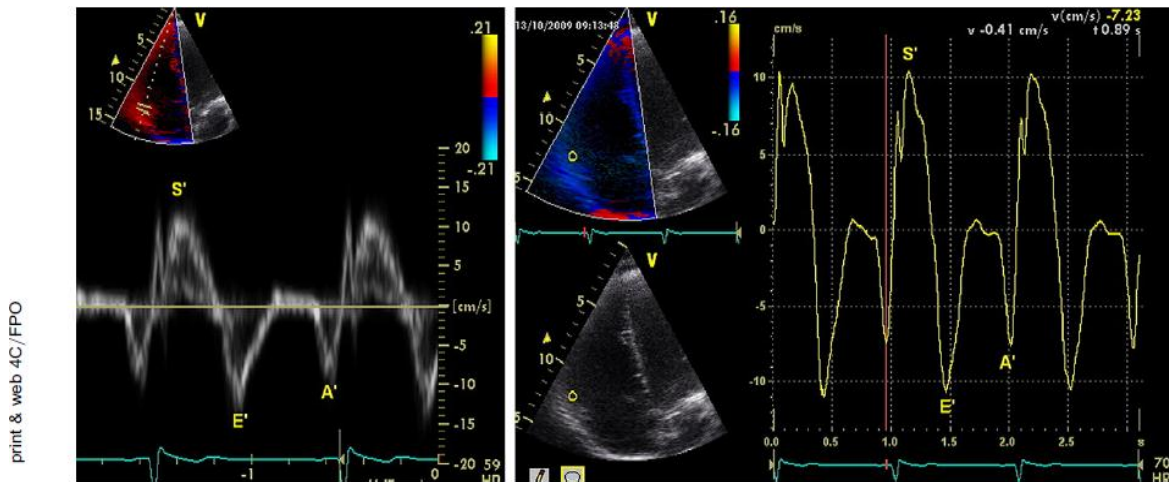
Doppler tisular del anillo tricuspídeo en un paciente con función sistólica normal del ventrículo derecho: (izquierda) Doppler pulsado *on-line* y (derecha) análisis codificado en color *off-line*.
